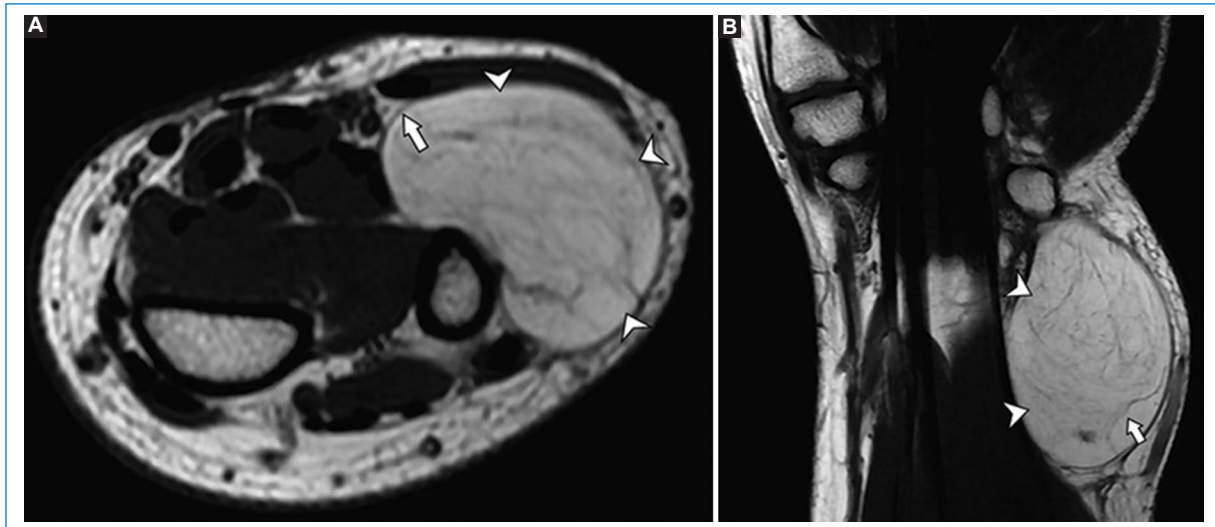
Hombre de 54 años con masa palpable indolora en la muñeca izquierda. A: imagen de RM ponderada en T1 axial de la muñeca que muestra una masa homogénea con componente graso (puntas de flecha), similar en intensidad de señal a la grasa subcutánea adyacente. Se observa cápsula delgada (flecha). B: la imagen de resonancia magnética ponderada en T2 con saturación de grasa en plano coronal muestra una supresión completa de la intensidad de la señal de grasa de la lesión, finos tabiques internos (< 2 mm) hipointensos (flecha), sin componentes no adiposos. Los hallazgos son sugestivos de lipoma simple (típico).
